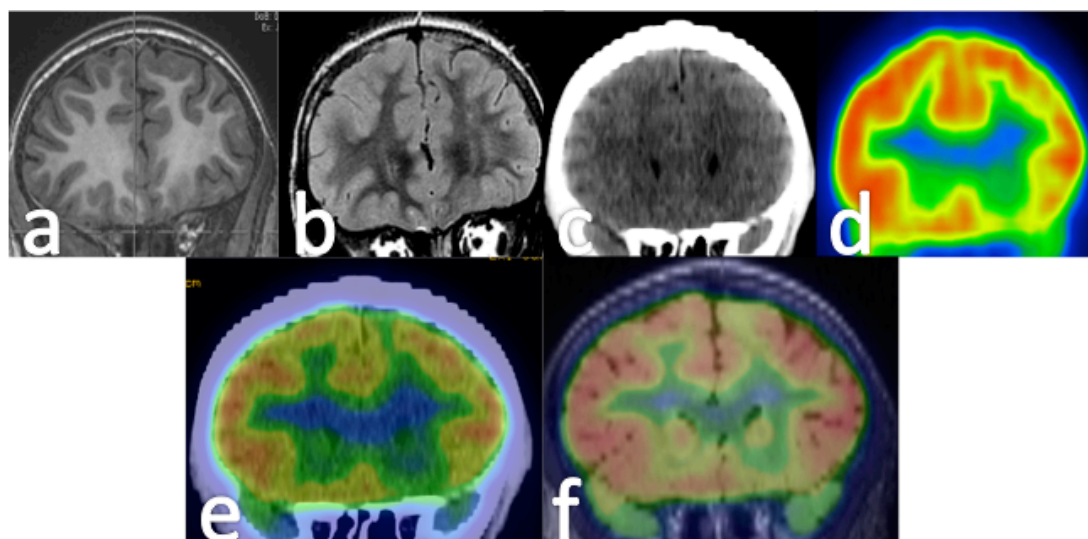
Proceso de fusión PET-RM en displasia cortical focal frontal izquierda. Cortes coronales con secuencias T1 (a) y FLAIR (b) y reconstrucción coronal en la localización correspondiente CT (c) así como reconstrucción coronal en la misma localización del PET (d) realizado al mismo tiempo que el CT. En la fila inferior se observa la fusión del CT con el PET (e) y la fusión de la secuencia FLAIR y el PET (f).
